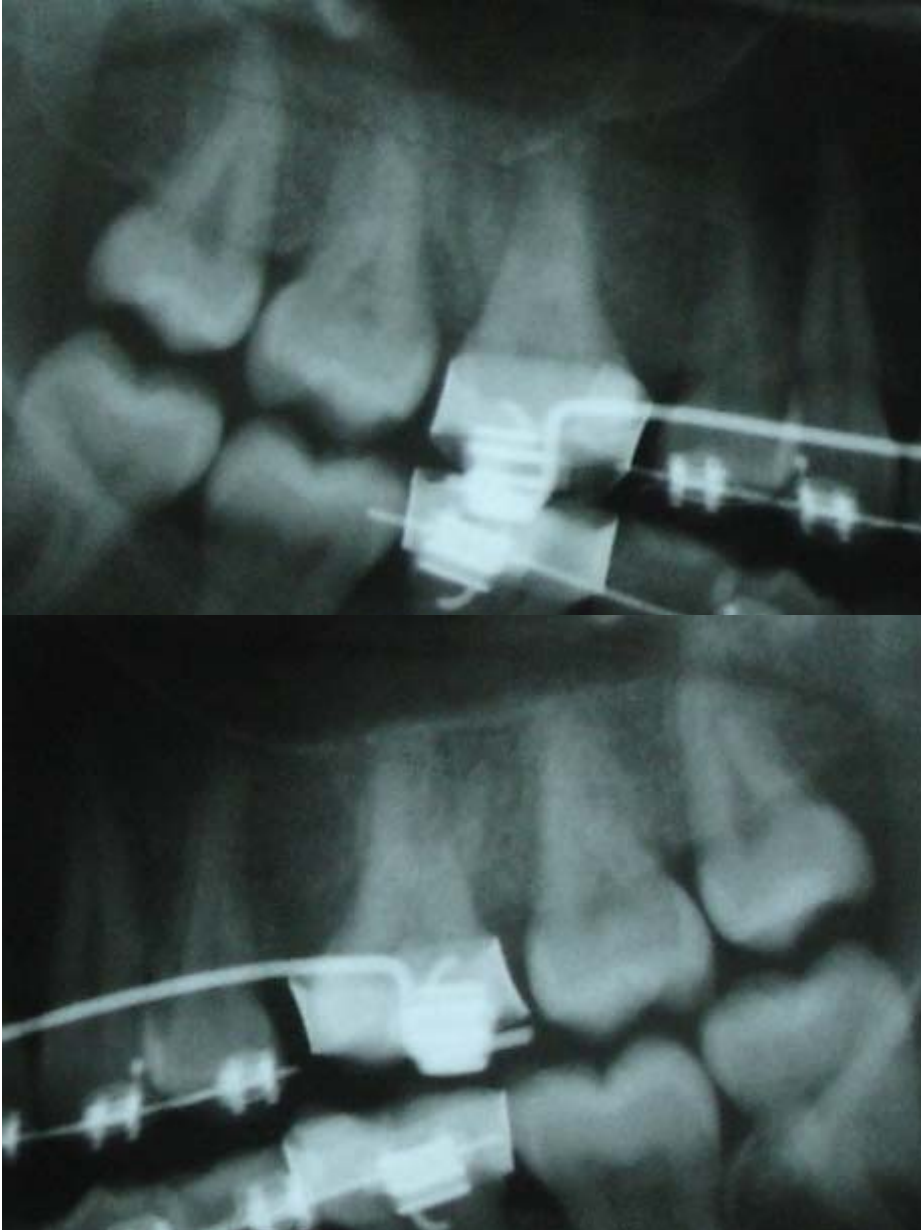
Caso 3: Radiografías mostrando la inclinación mesial de los primeros molares derecho e izquierdo.
